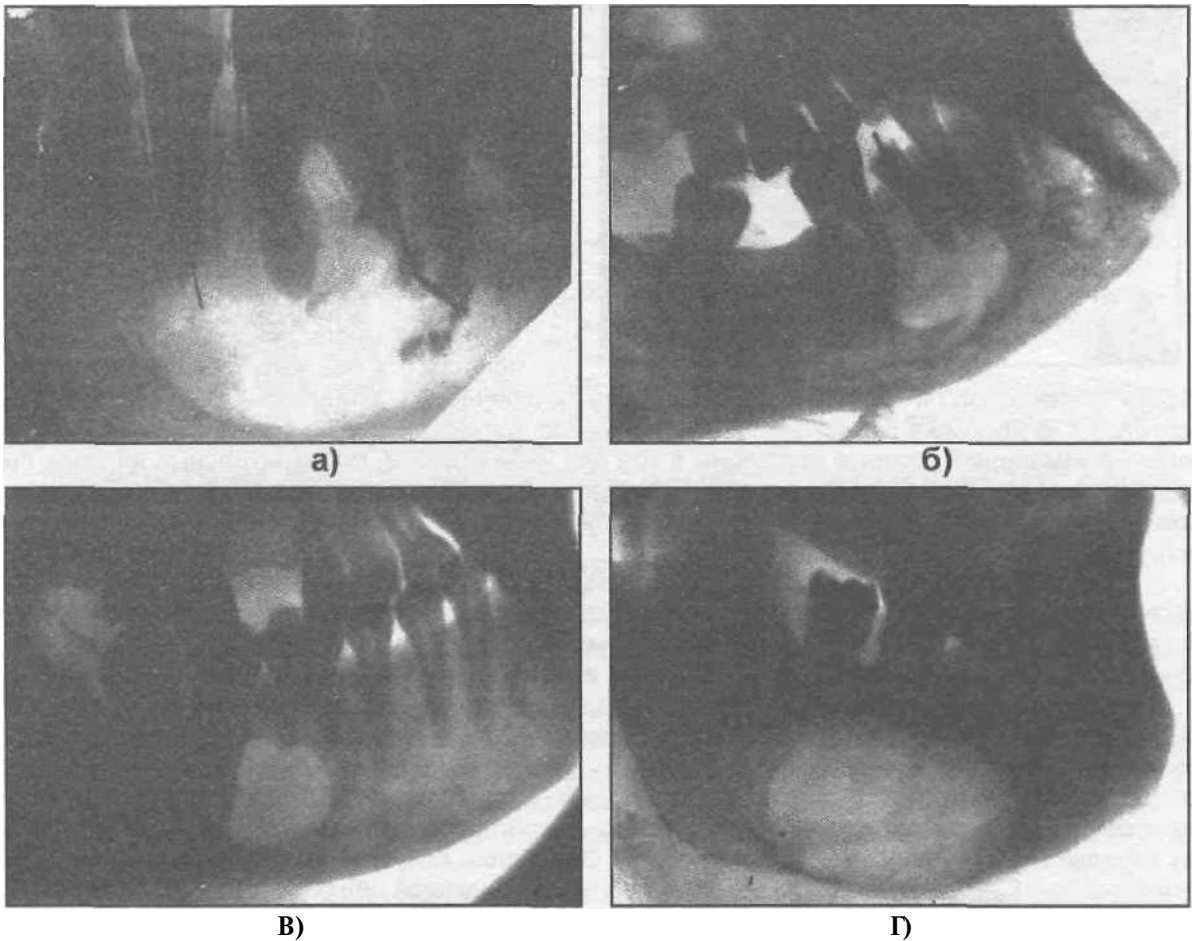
Рентгенограммы больных с радикулярными кистами, локализирующимися на нижней челюсти (а, б, в, г).
